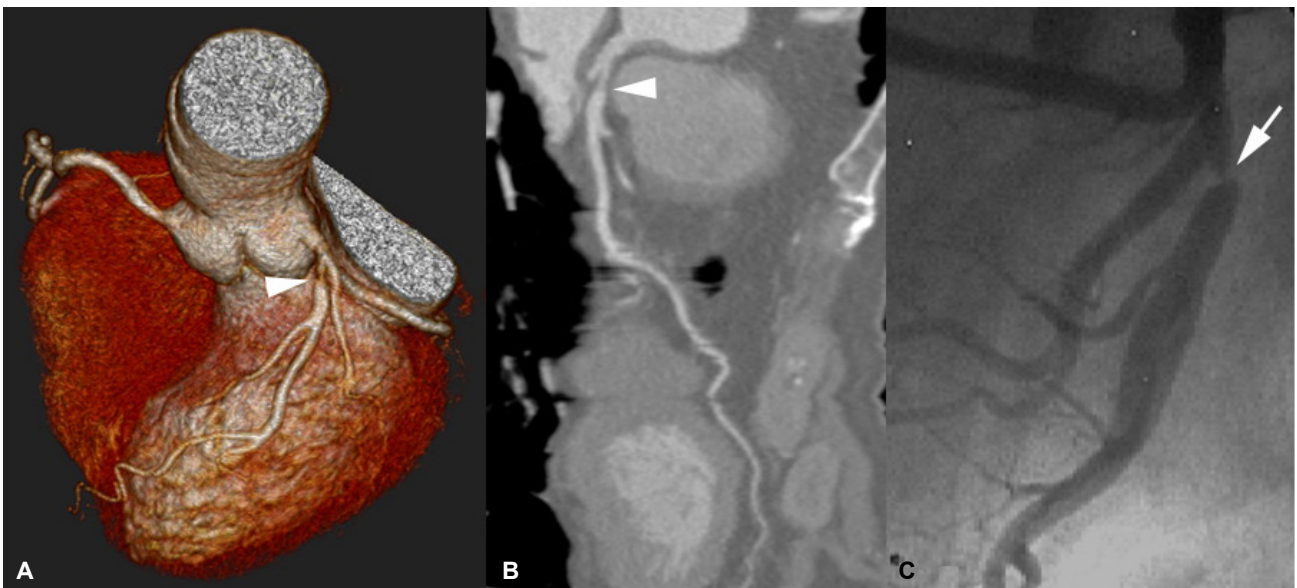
Case 2 involved a 73-year-old patient with unstable angina (BMI=24.4 kg/m²). (A) and (B) High-quality volume-rendered and curved multiplanar reconstruction images (thickness=0.75 mm; heart rate=62 bpm) showing stenosis (arrowhead) of the proximal left anterior descending artery; however, the official reading was no evidence of coronary artery disease. (C) Conventional X-ray angiograph showing significant luminal narrowing (arrow) of the proximal LAD.
